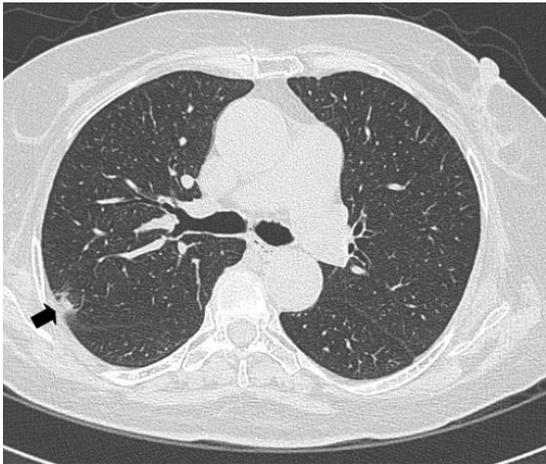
Chest CT shows focal peripheral consolidation in posterior subpleura of right upper lobe (arrow).
